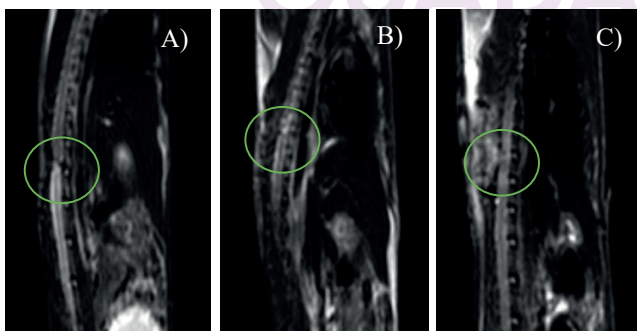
Imágenes sagitales T2 de resonancia magnética, una semana después de la lesión. A) Control, B) PLA, C) PLA+PPy/I.
